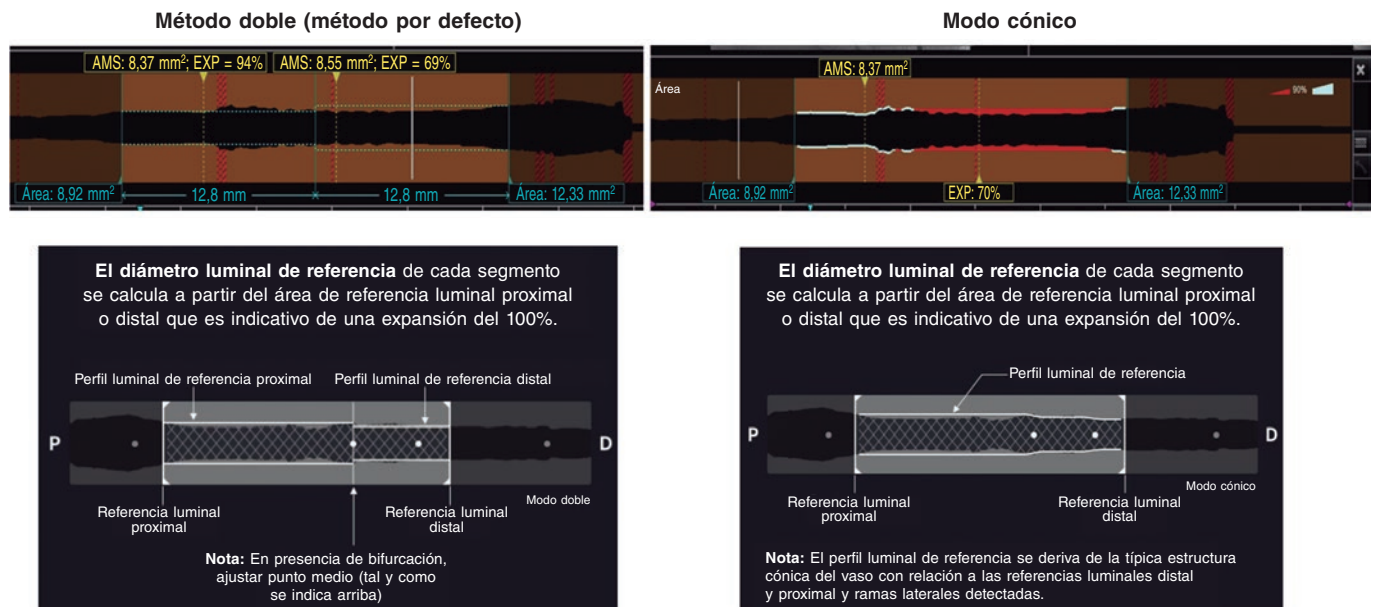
Cálculo de la expansión del *stent* según tomografía de coherencia óptica. AMS: área mínima del *stent*; EXP: área implantada con el *stent*. Modificado con permiso de Abbott Vascular del manual de usuario Ultreon 1.0 y las instrucciones de uso del *software* AptiVue.
